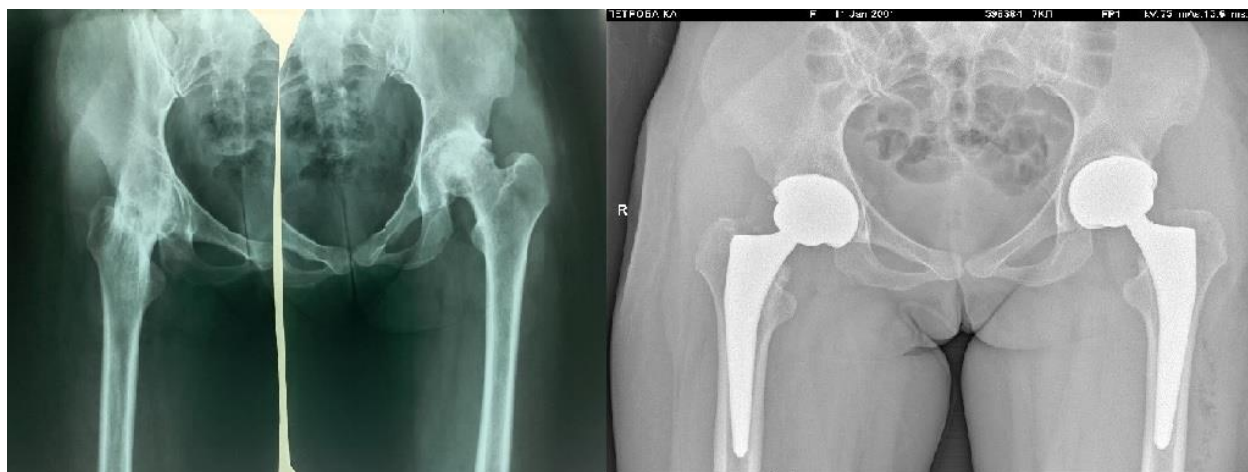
Рентгенологічна картина пацієнта П., до та після оперативного втручання
